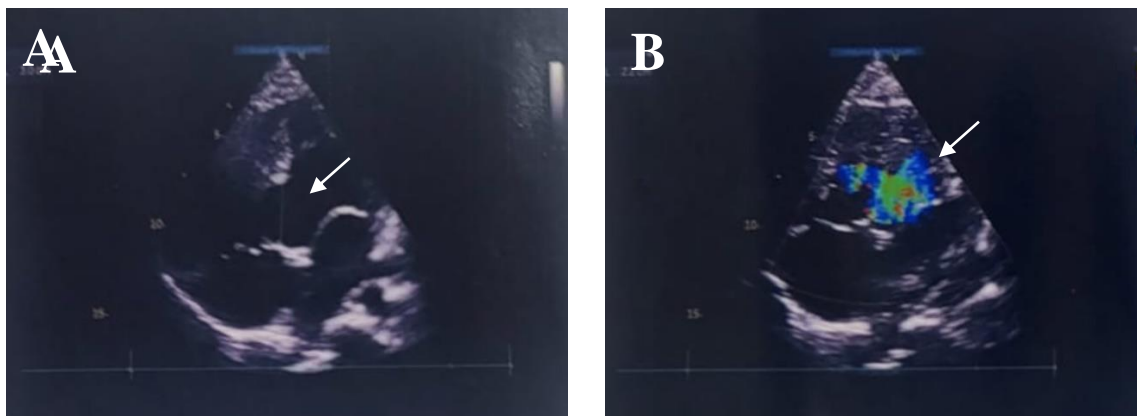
Ecocardiograma Doppler color: 4A: cardiopatía congénita de tipo comunicación interventricular. 4B: shunt bilateral con disfunción del ventrículo derecho. Fuente: propia.
